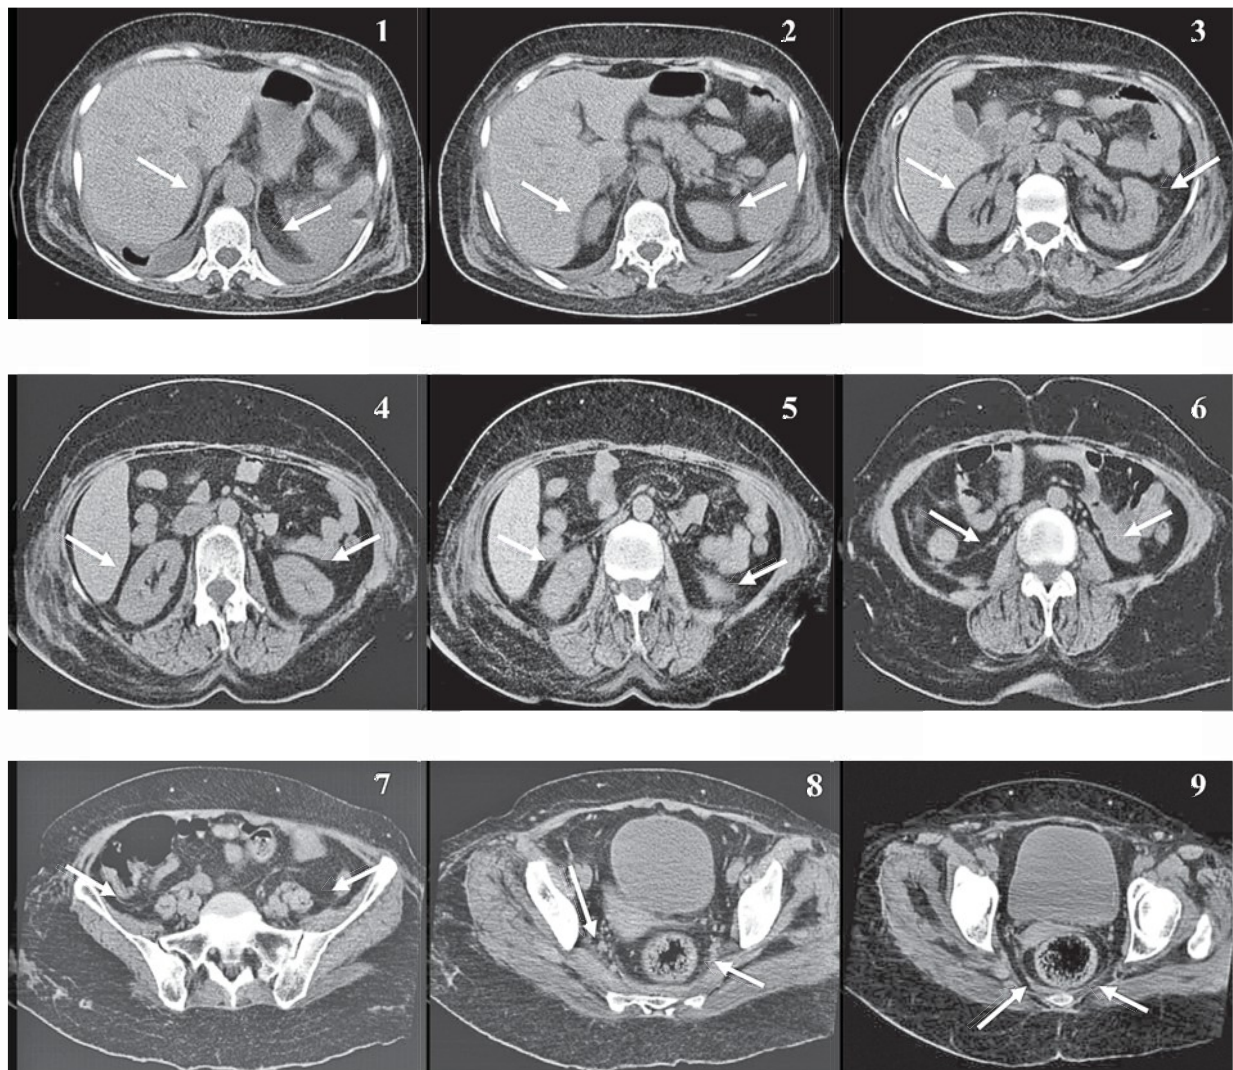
Seria de imagini consecutive TC ale retroperitoneului de la diafragmă până la bazinul mic. Săgețile indică începutul, extinderea și direcția spațiului retroperitoneal.
